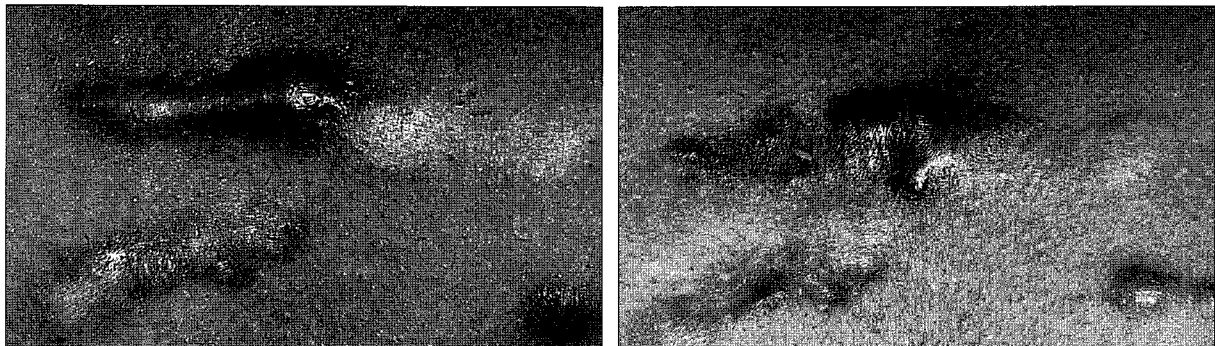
Case 2. (Left) Preoperative view of a 27-year-old woman with keloid at anterior chest. (Right) Postoperative view at 9 months after keloidectomy followed by postoperative X-ray radiation after 24 hours. The relative size of reduction in this patient was less than other patients.
